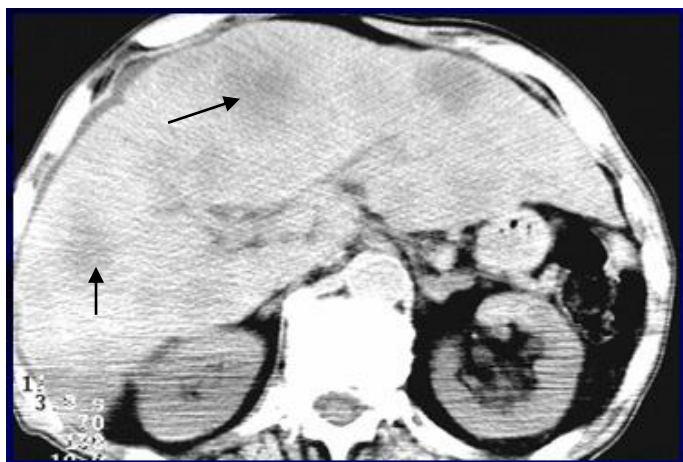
Компьютерная томография брюшной полости на уровне L<sub>2</sub>. Множественные гиподенсивные очаги неправильной округлой формы в паренхиме печени (стрелками указаны отдельные метастазы). Метастазы рака в печень
